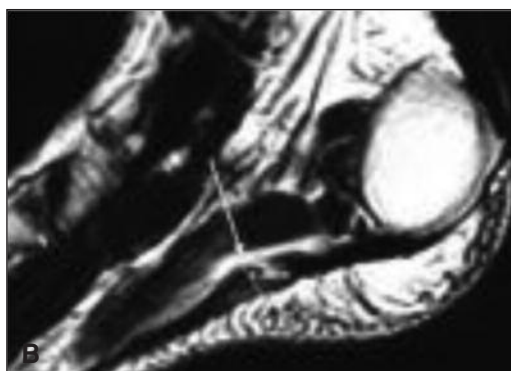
Imagen plantar. A. Rotura de la fascia. B y C. Resonancia magnética. Rotura de la fascia plantar.
